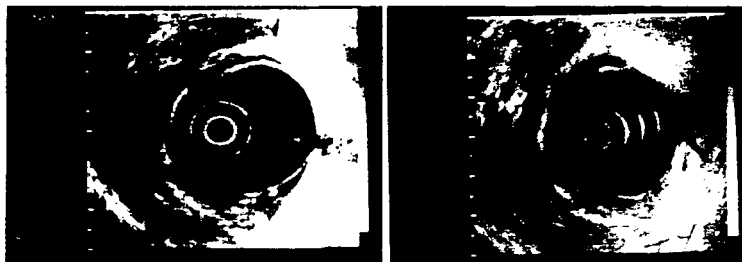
Paciente No. 25: Ultrasonido endoscópico transrectal. Muestra masa hipocóica la cual abarca todas las capas y se aprecia un nódulo linfóide sugestivo de metástasis (T4 N1 Mx)
